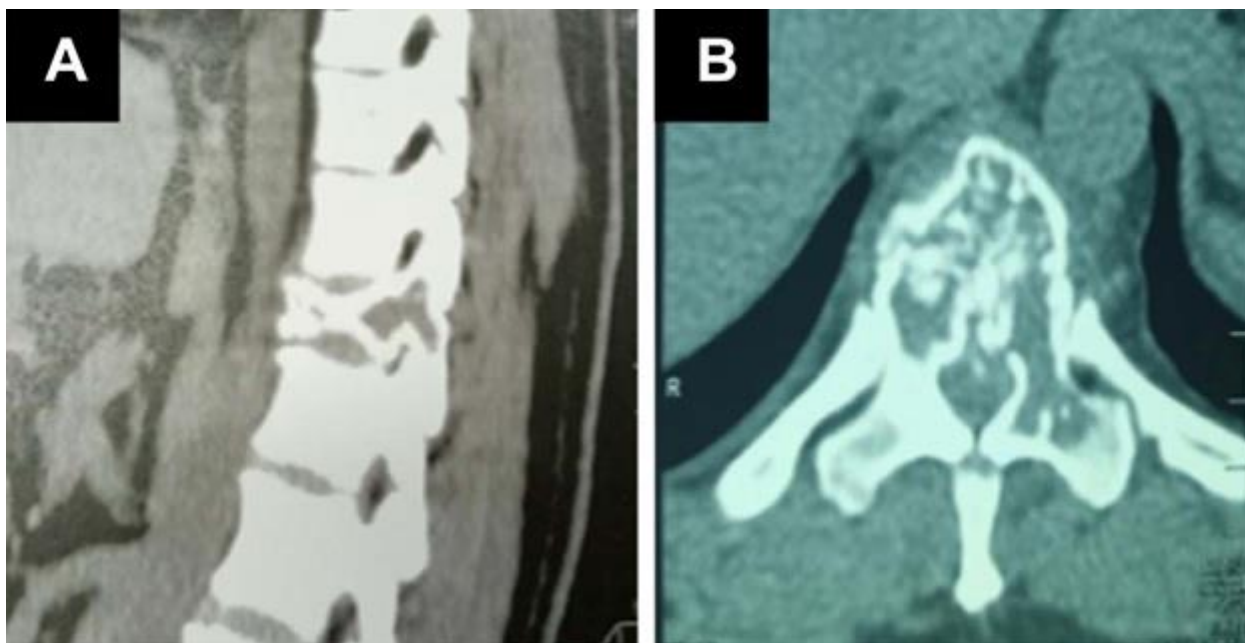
Vertebral compaction at T11 level on a thoracic CT scan. (A) Sagittal plane showing an heterogeneous compacted T11 vertebral; (B) Axial plane showing an heterogeneous content of the vertebral body with an extension to the left pedicle.
